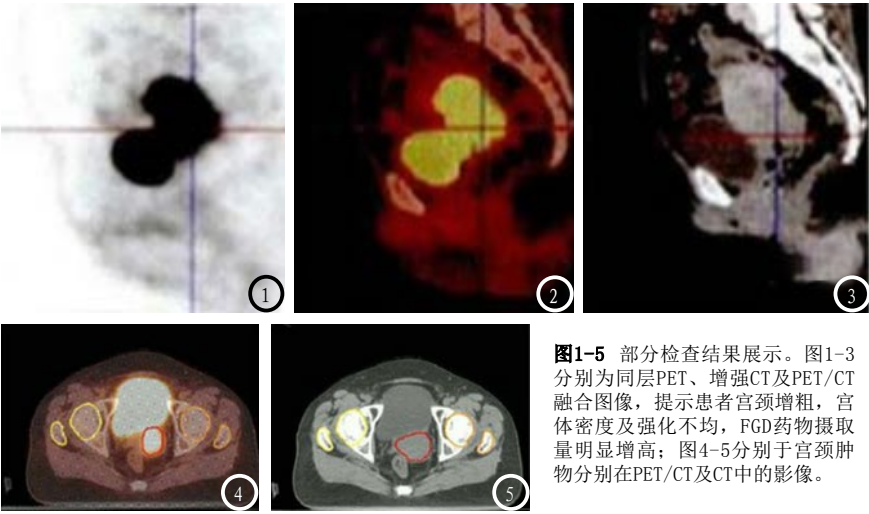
部分检查结果展示。图1-3分别为同层PET、增强CT及PET/CT融合图像,提示患者宫颈增粗,宫体密度及强化不均,FDG药物摄取量明显增高;图4-5分别于宫颈癌肿瘤分别在PET/CT及CT中的影像。
